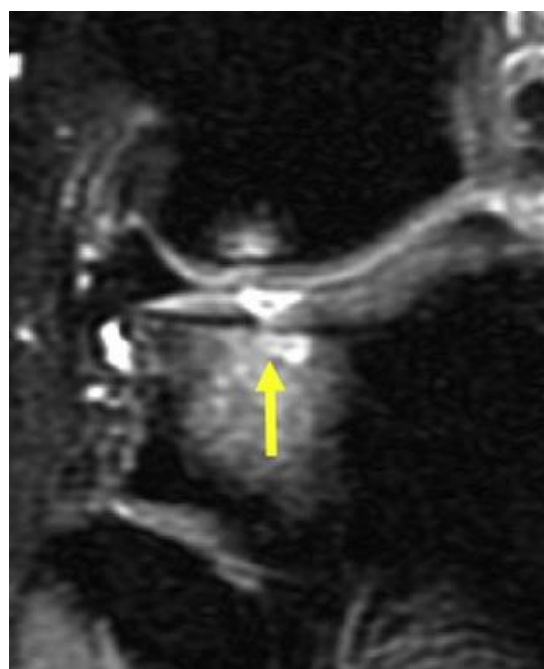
Esta imagen de resonancia magnética de meseta tibial 11 meses después de microfractura confirma radiolucencia subcondral (flecha) provocada por formación de quiste subcondral. (Cortesía del Dr. Carl S. Winalski)
